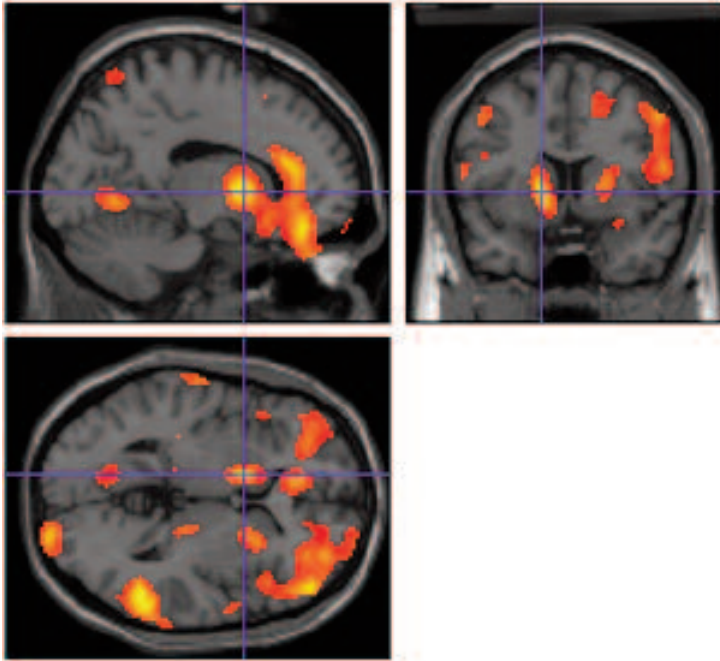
Ejemplo de una imagen PET ya procesada mediante un software conocido como SPM (Statistical Parametric Map). Las zonas más oscuras indican el nivel de captación del radionúclido emisor de positrones, en este ejemplo de fluoro-desoxi-glucosa-F18 (^{18}F FDG). Elaboración propia.
